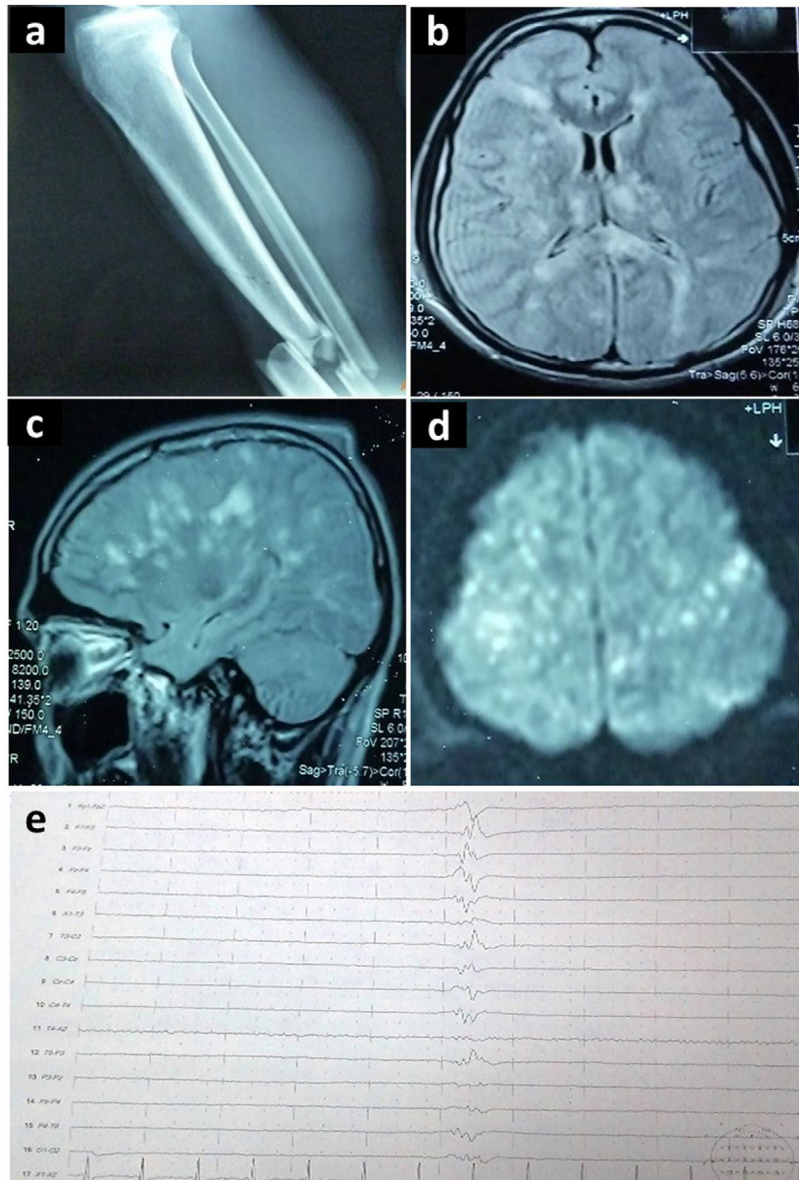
Estudios complementarios realizados en el segundo caso descrito: (a) Radiografía de miembro inferior derecho que demuestra fractura de tibia y peroné. (b, c, d) Resonancia magnética cerebral en corte axial y sagital, que demuestra en secuencia FLAIR focos hiperintensos en sustancia blanca, tálamos y cuerpo calloso, afectando múltiples territorios vasculares (patrón de campo de estrellas). (e) Electroencefalograma que demuestra patrón de brote-supresión.
